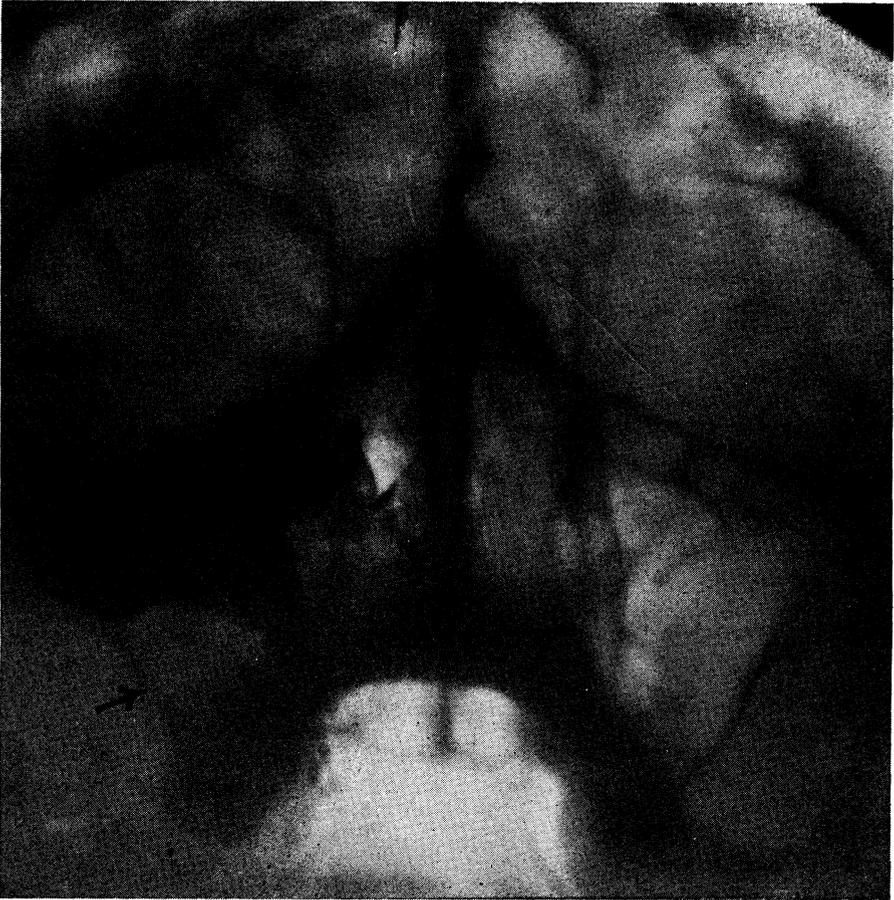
Radiografía contrastada del caso anterior después de haber llenado el seno con la sustancia opaca por punción diameática.
